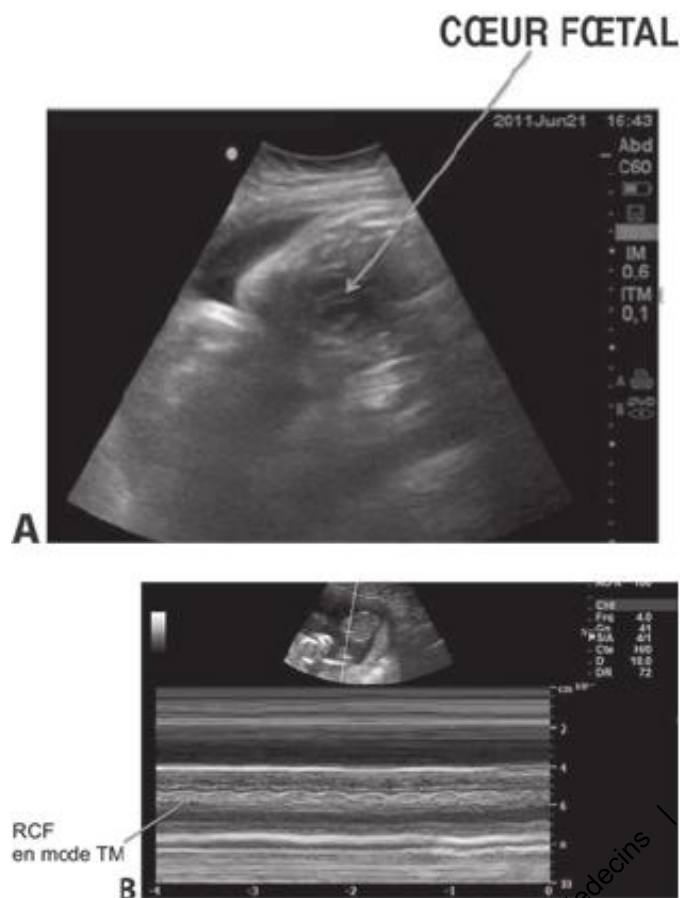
Cœur fœtal en modes B (A), TM (B) et doppler pulsé (C).
